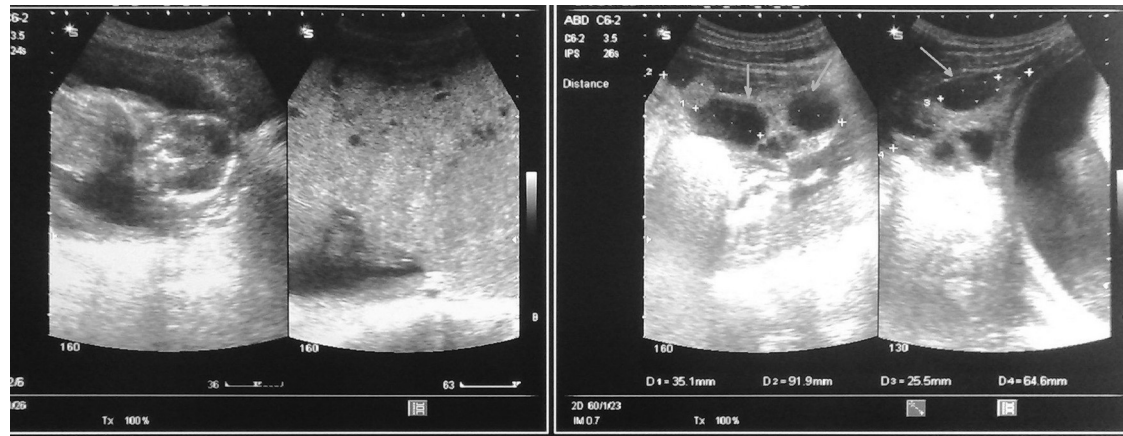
Échographie obstétricale montrant une image vésiculaire « en nid d'abeilles » et des ovaires qui sont sièges de kystes lutéiniques (flèches).
